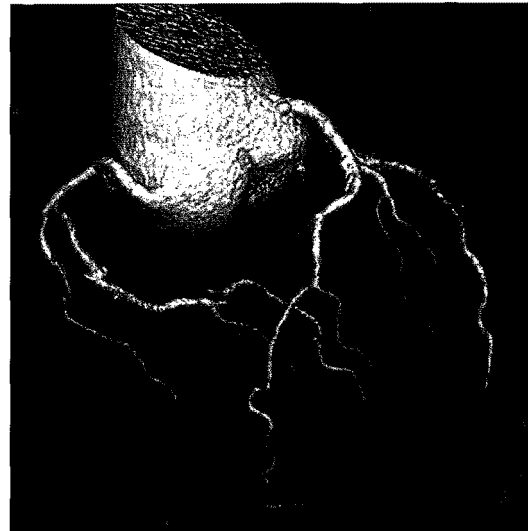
The CT aortogram shows bulging sinuses of Valsalva, which were made by a Valsalva Tube Graft and to which two coronary artery buttons were attached.
